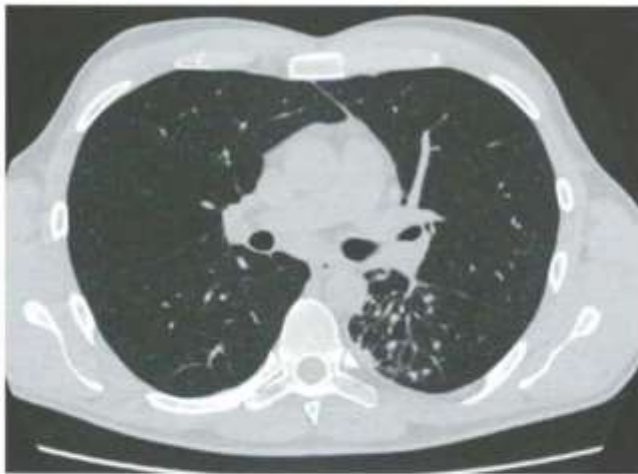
Пациент Т. КТ органов грудной клетки от 16.10.2020 г. Описание в тексте
